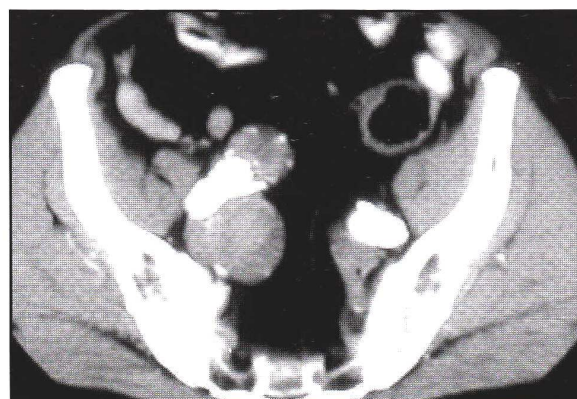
TC post-operatoria, l'endoprotesi ad imbuto porta il flusso dall'origine dell'iliaca comune destra all'esterna, escludendo gli aneurismi.
